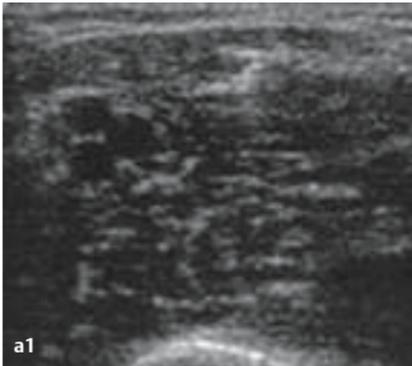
a u. b Auch ohne Doppler-Funktion kann man Arterien und Venen einfach durch leichte Kompression mit dem Schallkopf unterscheiden.
